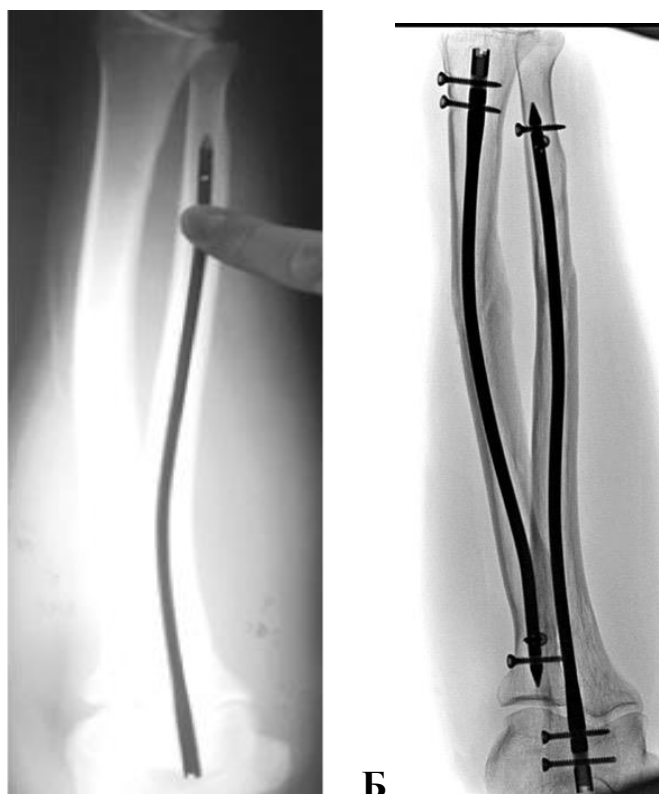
Моделирование изгиба стержня по рентгенограммам здорового предплечья (А); имплантация моделированных стержней привела к автоматическому восстановлению кривизны костей (Б)
